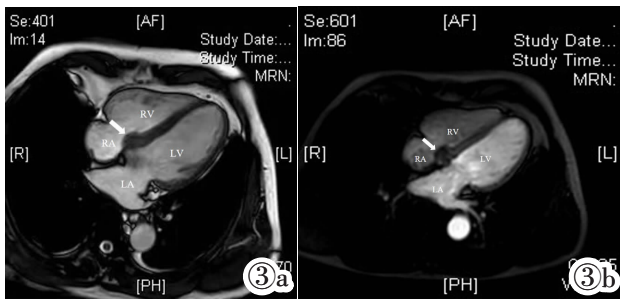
术前 MRI 平扫: 房间隔下部右房侧异常信号结节影(箭头所示)。 图 3b 术前 MRI 增强扫描: 病变区未见灌注。
